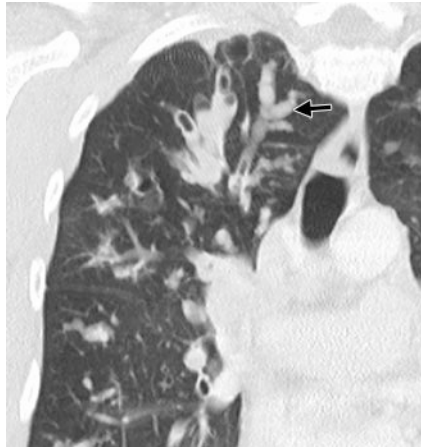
Corte coronal de TAC muestra broncocele (flechas).
